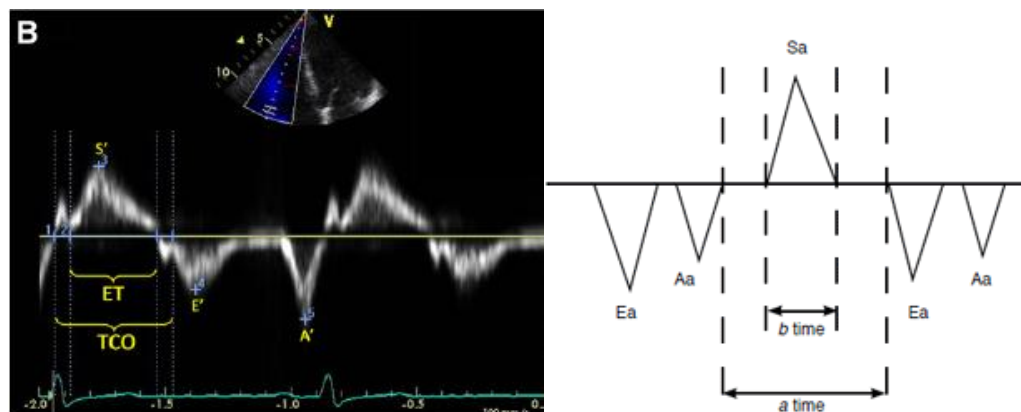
Calcolo dell'indice Tei mediante doppler tissutale. A sinistra, indice $Tei = (TCO-ET)/ET$, S' = velocità di picco sistolico tricuspiale, E' = velocità diastolica precoce, A' = velocità diastolica tardiva. A destra, indice $Tei = (a-b)/b$, dove a corrisponde al TCO e b corrisponde all'ET, S_a = velocità di picco sistolico tricuspiale, E_a = velocità diastolica precoce, A_a = velocità diastolica tardiva.
